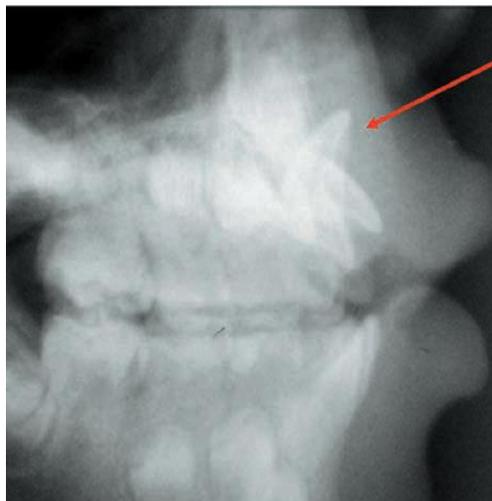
⁹⁹: Telerradiografia em norma lateral. Evidenciando a posição do 21.
